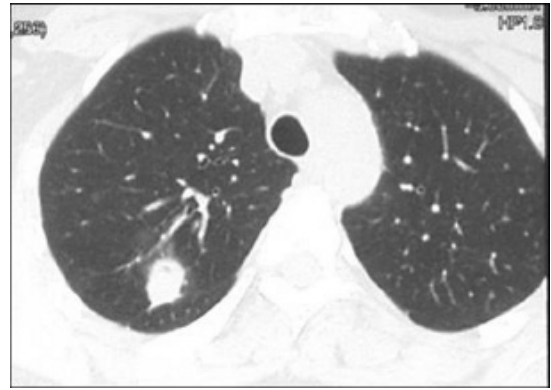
Компьютерная томограмма грудной клетки. Аксиальный срез. Туберкулема верхней доли правого легкого с признаками реактивации, образовавшаяся у взрослой женщины, не знавшей о своем заболевании.
